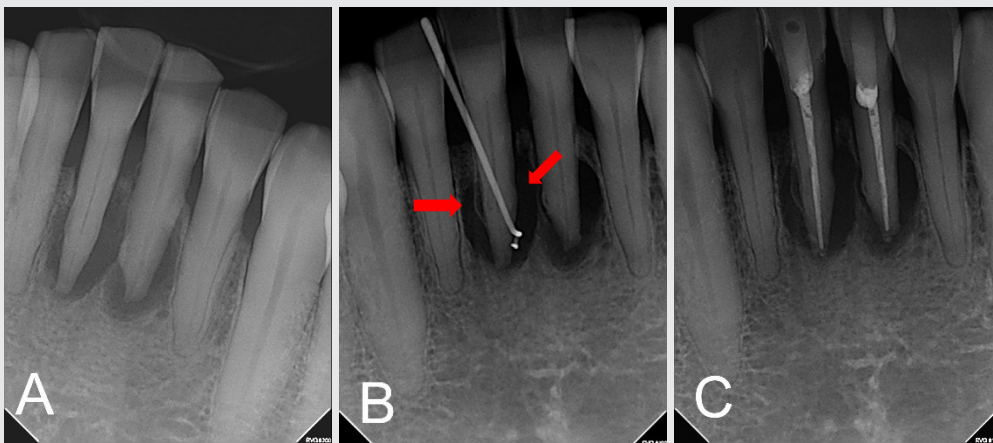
Intraoral radiograph images of #31,41 (A) Preoperative radiograph of mandibular central incisors. Periapical radiolucency observed. Note that no cemental fragments are observed in this picture. (B) A periapical radiograph show a periapical radiolucency with gutta-percha tracing. Cemental fragments that were not observed in the initial intraoral radiograph were observed according to the change of the imaging angle of the intraoral radiograph (red arrow). (C) Post-endodontic treatment radiograph.
